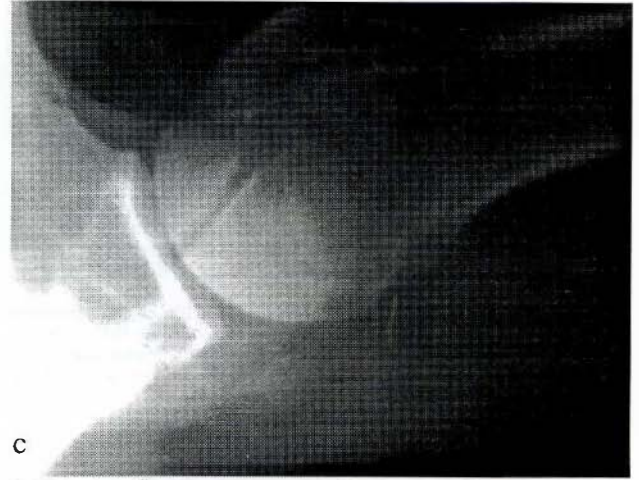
Gerçek lateral omuz grafisinde skapula izdüşümü, normal omuzda "Y" harfi şeklinde görülür ve humerus başı bu "Y"nin kollarının birleşim yerinde santralizedir
